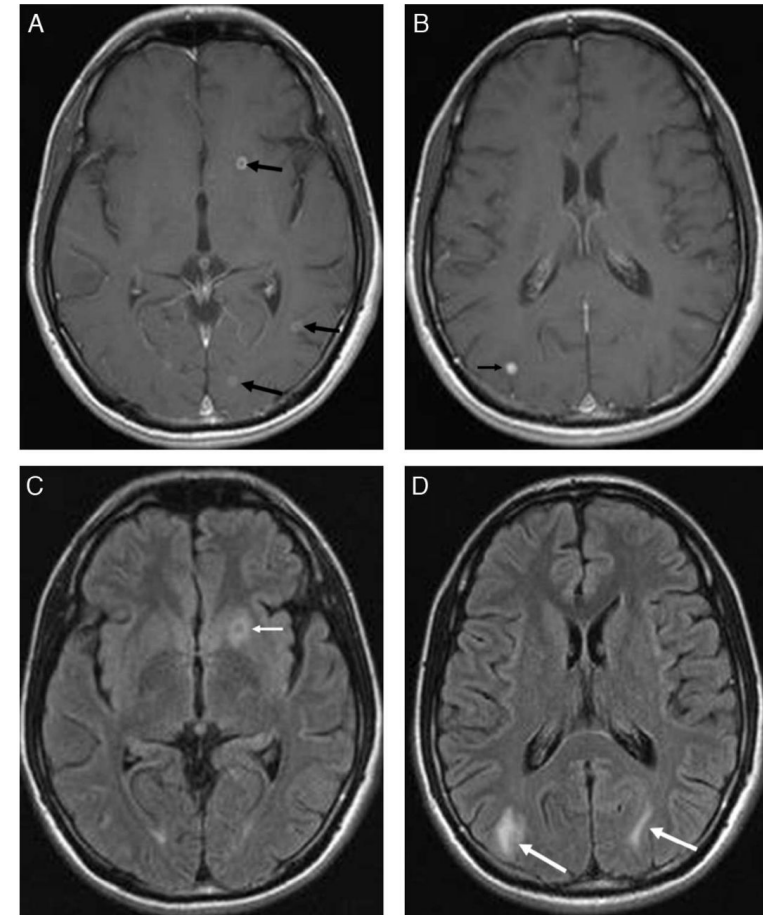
Secuencias T1 poscontraste y FLAIR. Múltiples pequeñas lesiones con captación nodular y en anillo que se acompañan de un leve edema residual.
